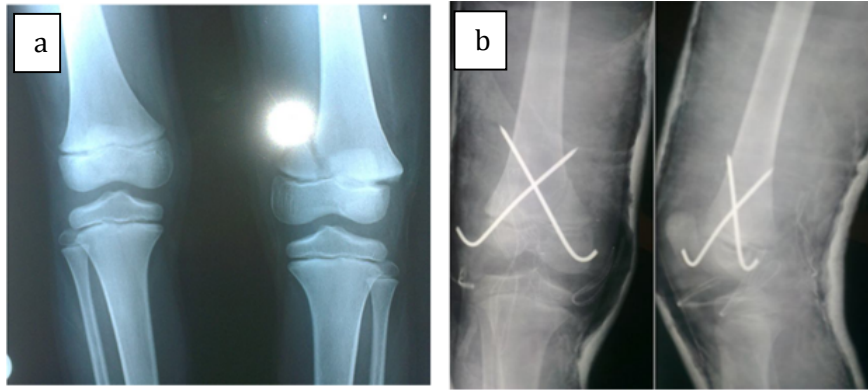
(a) : décollement épiphysaire type 3 du fémur distal gauche, (b) : radiographie standard après traitement par embrochage croisé. (66)
